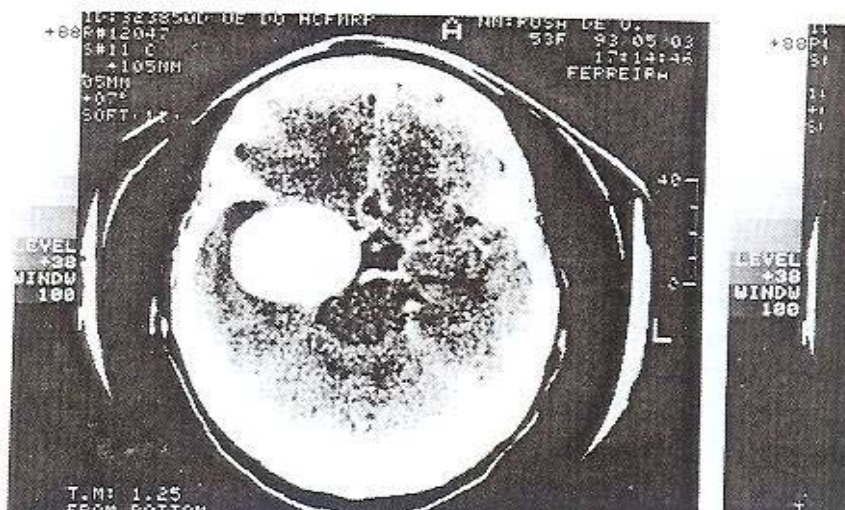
Tomografia indicando aneurisma de carótida
